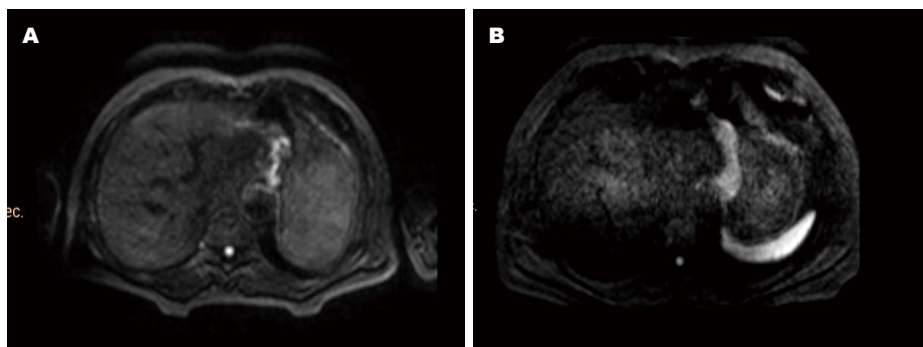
胃癌患者影像资料. A: 胃部MRI-DWI扫描图像; B: 胃部MSCT扫描的图像. MRI-DWI: 磁共振弥散加权成像; MSCT: 多层螺旋计算机断层扫描.
